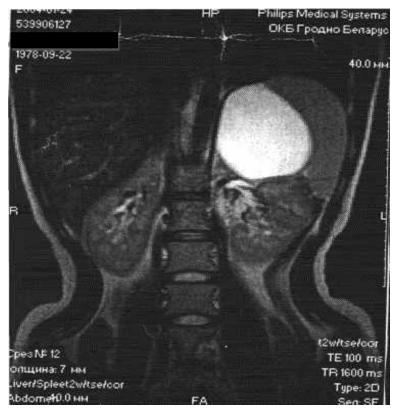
Магнитно-резонансная томограмма почек (срез во фронтальной плоскости). Киста левого надпочечника, левая почка смещена вниз.
